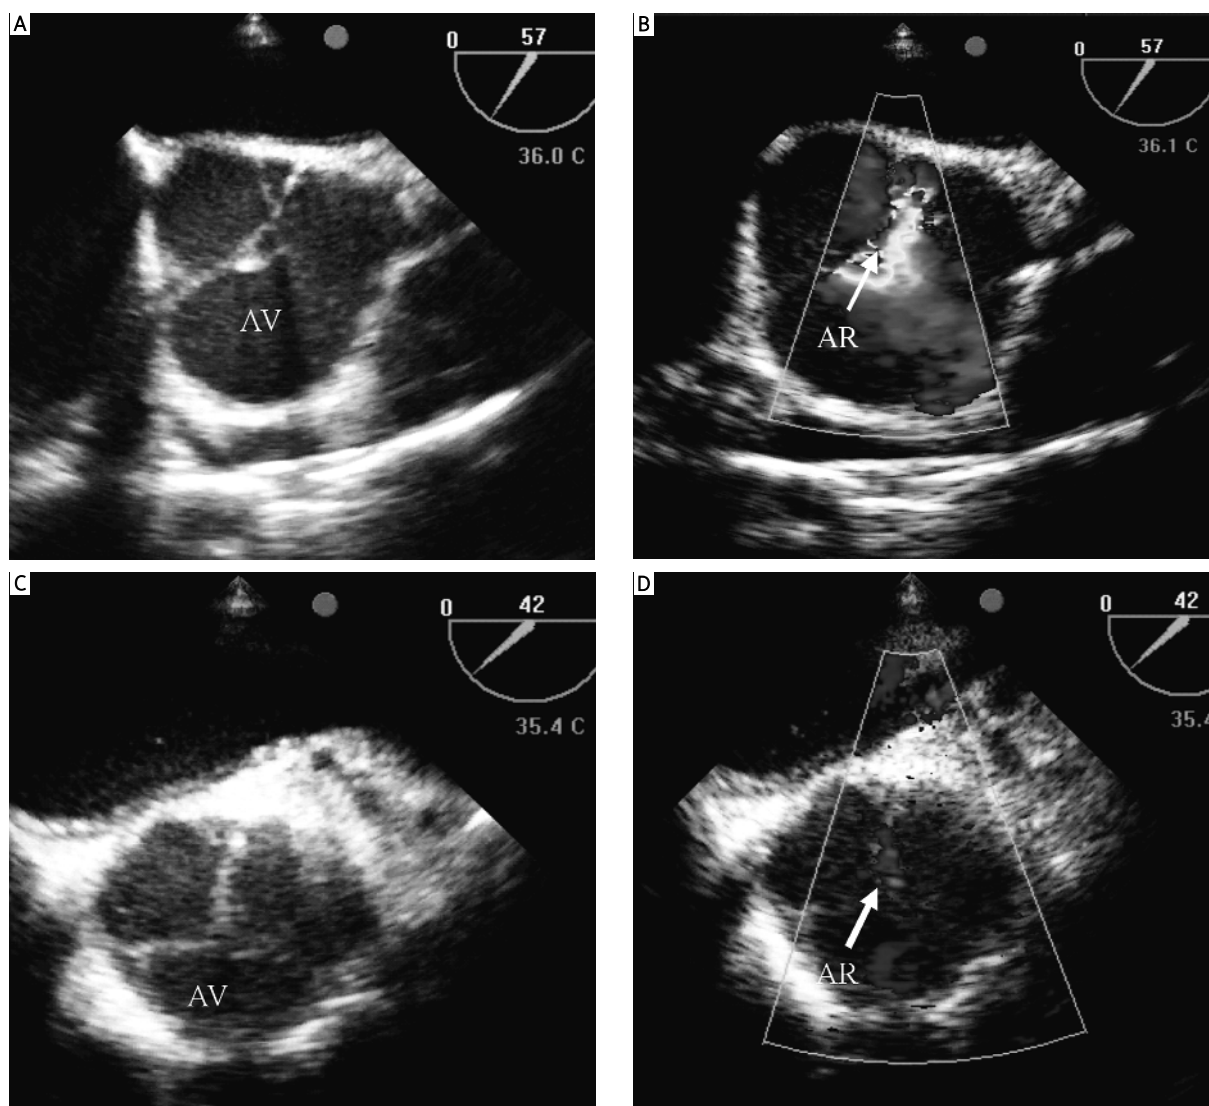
Obrazy echokardiografii śródoperacyjnej chorej przed (A, B) i po (C, D) zabiegu walwuloplastyki metodą Davida
